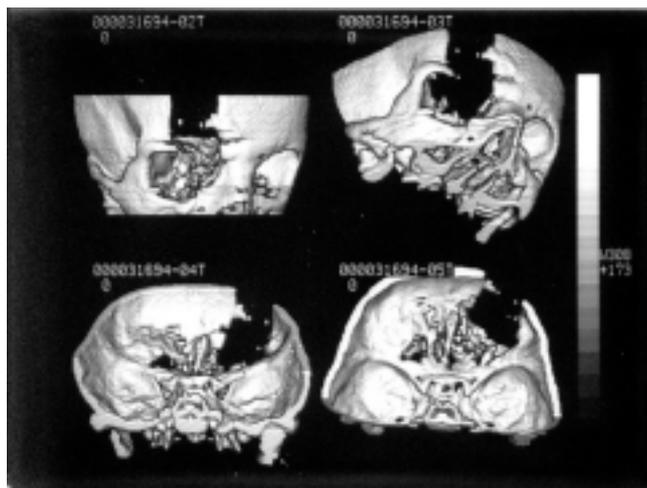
На спиральной КТ-графии выявлены значительный дефект лобной кости, крыши глазницы и супраорбитального края, деформация нижнеглазничного края.
